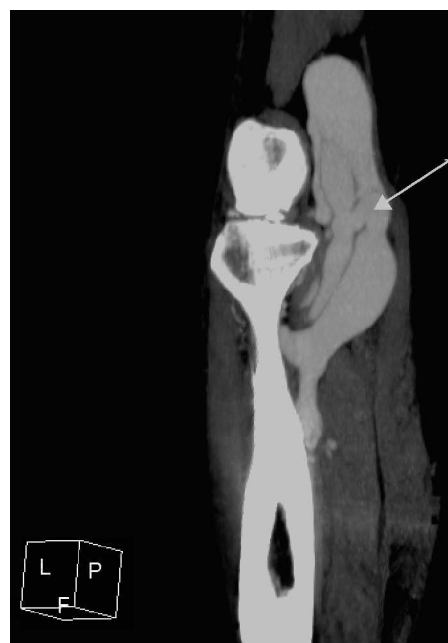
Sección sagital oblicua de tomografía computarizada de miembros inferiores con contraste yodado en fase arterial de región poplítea en la que se observa fístula arteriovenosa poplítea.
